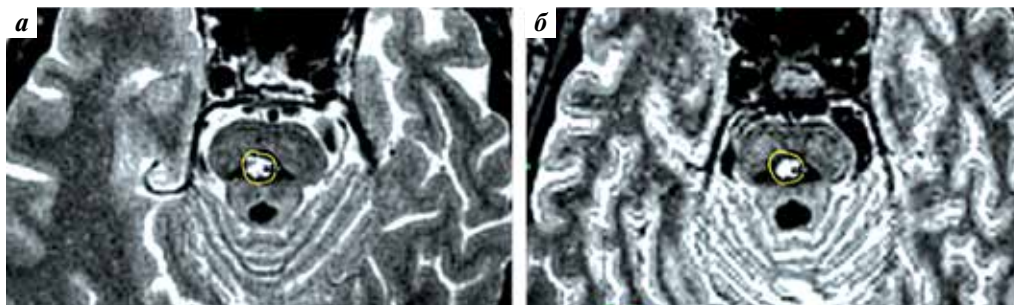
Магнитно-резонансная томография, аксиальные срезы. Многолетняя кавернозная мальформация ствола мозга у больного А.: а — до радиохирургического лечения; б — уменьшение размеров ядра после лечения. Краевая изодоза, соответствующая контуру мишени облучения, обозначена желтым
